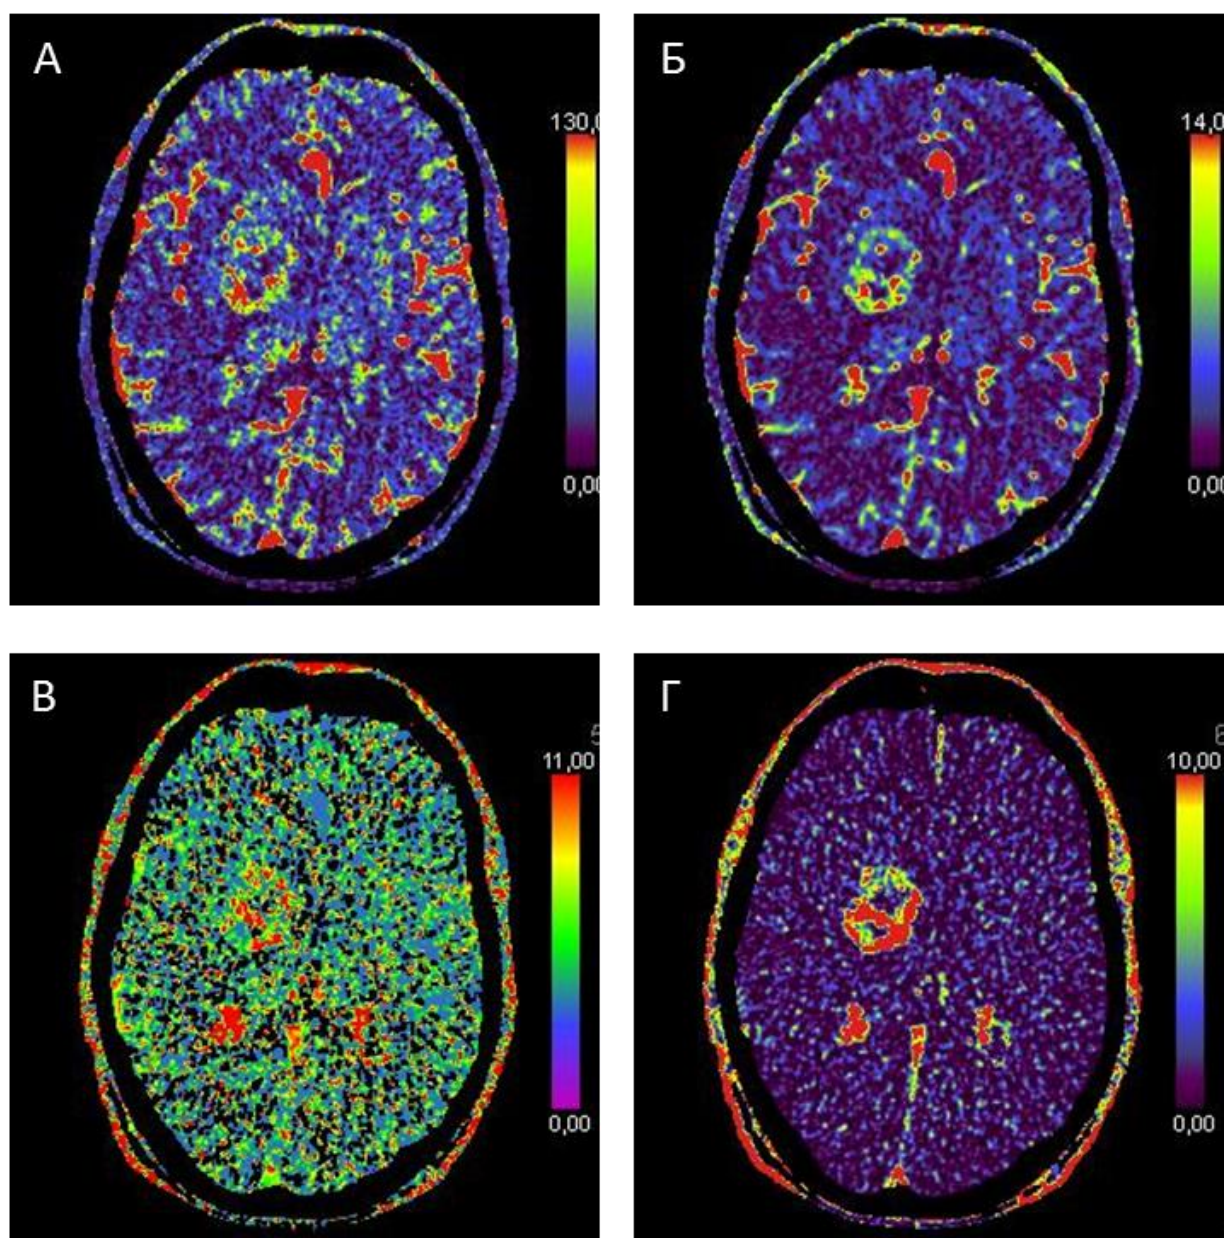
Глиобластома Grade IV. Пациент И., 59лет. Параметрические карты КТ - перфузии: А – CBF; Б – CBV; В – MTT; Г – FED
